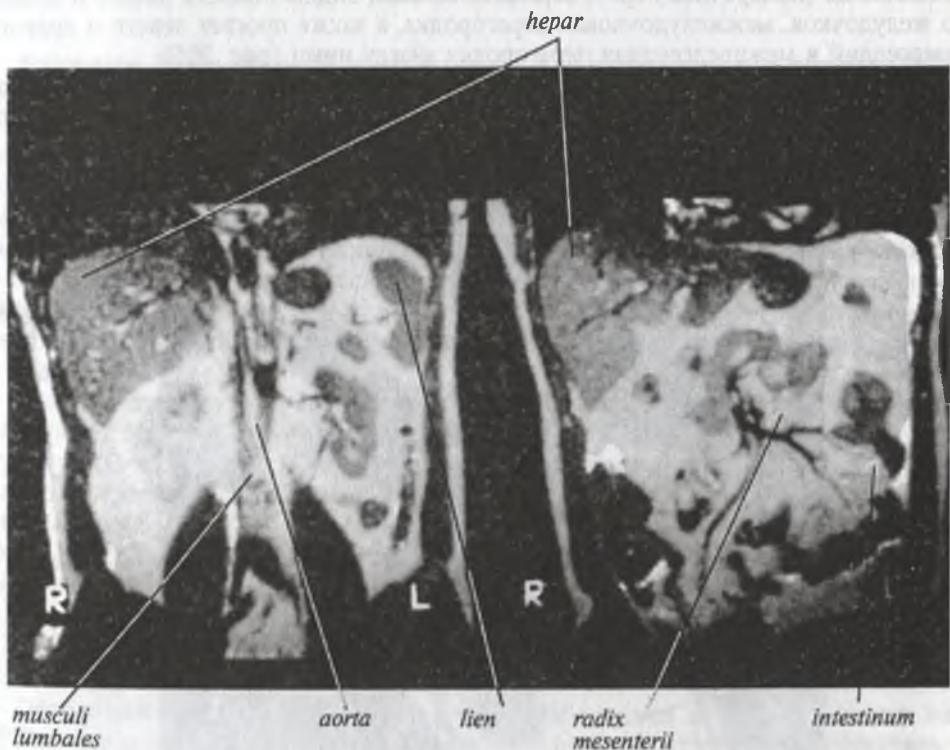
Магнитно-резонансная томограмма живота (фронтальные срезы на уровне почек и корня брыжейки тонкой кишки)
